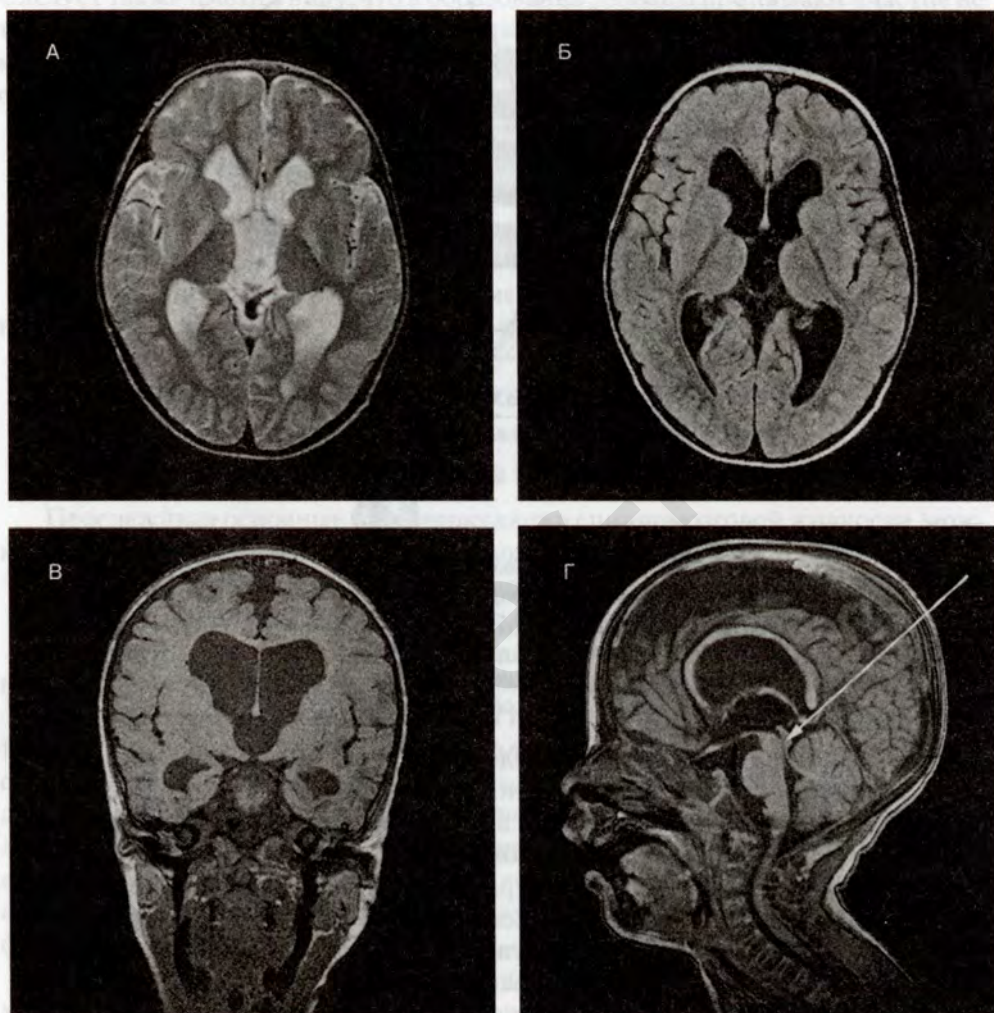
МРТ головного мозга. Окклюзионная смешанная гидроцефалия
